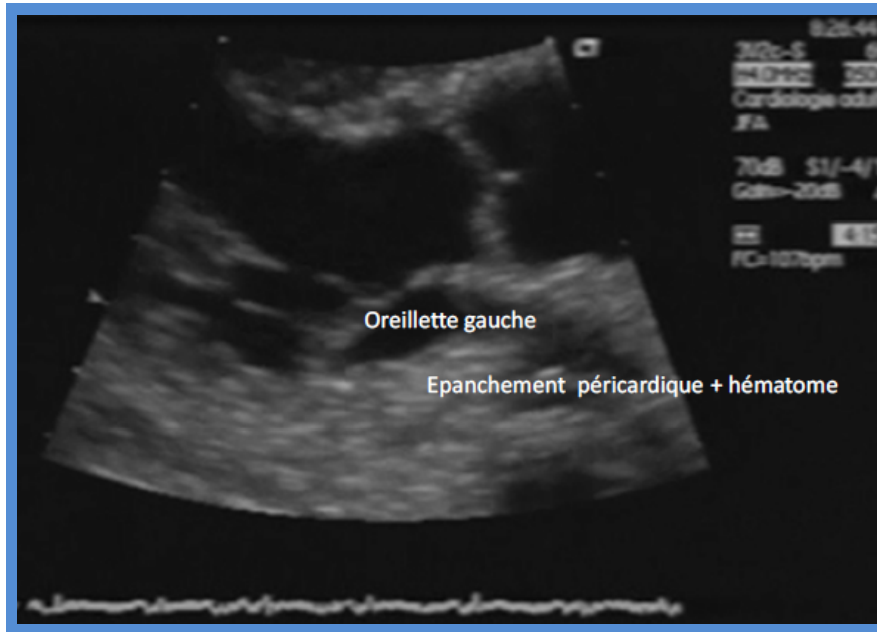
Collapsus télésystolique de l'oreillette gauche (coupe échographique transthoracique 2D, voie parasternale grand axe) généré par un épanchement péricardique et un hématome en regard (cas d'une tamponnade localisée en regard de l'oreillette gauche post- CEC).
